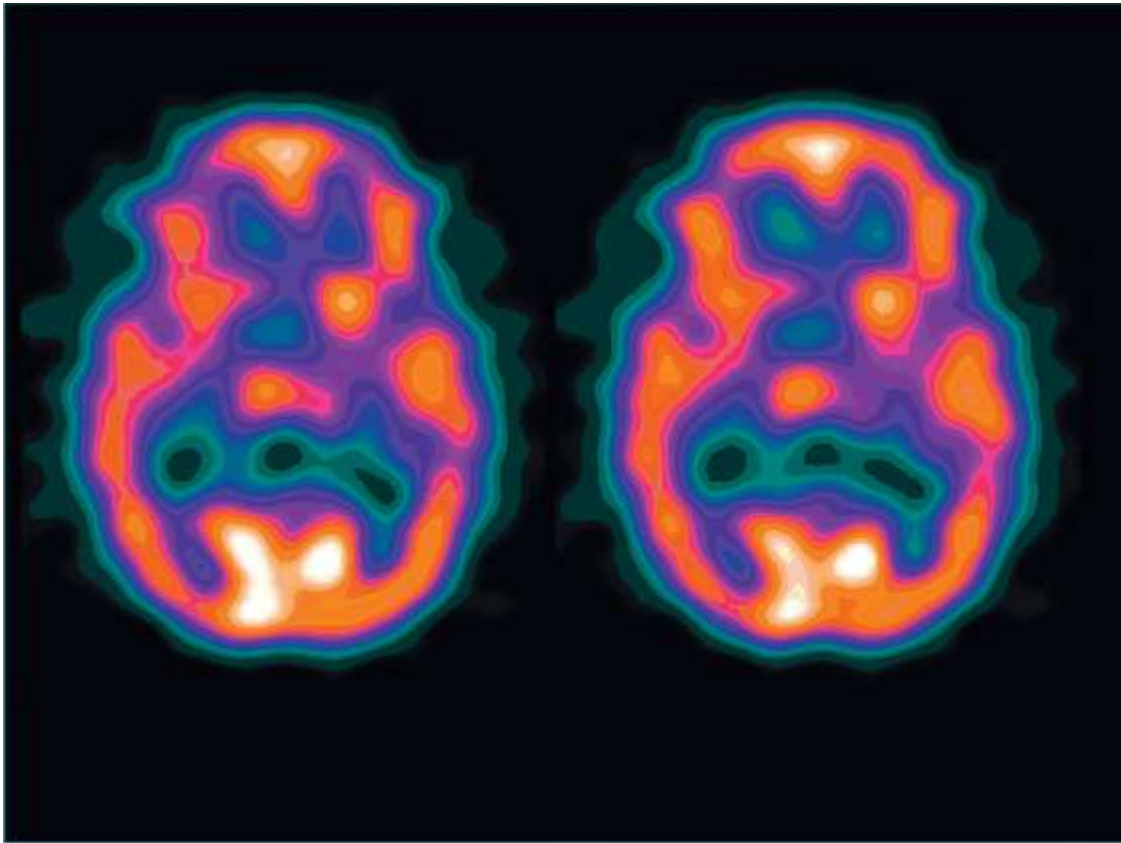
la Tomographie d'émission du photon unique (SPECT) chez un patient avec une hémichorée gauche montrant un hypermétabolisme au niveau des ganglions basaux controlatéraux.
